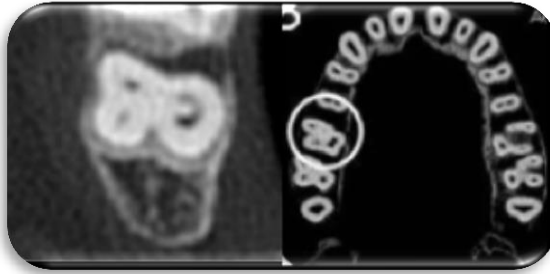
Conducto palatino en “C”, en tercio medio; visto con ayuda de tomografía computarizada. (Tomada de Singla.Vol.109. 2010)
